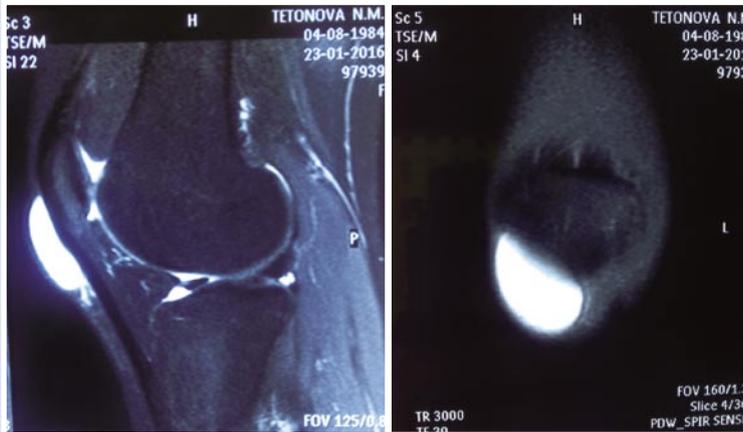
МРТ правого коленного сустава
